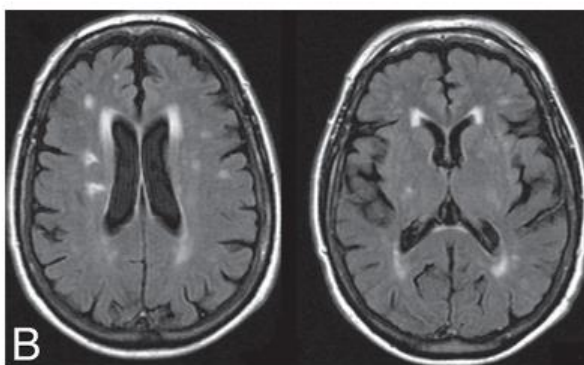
Resonancia magnética, corte axial (38).
